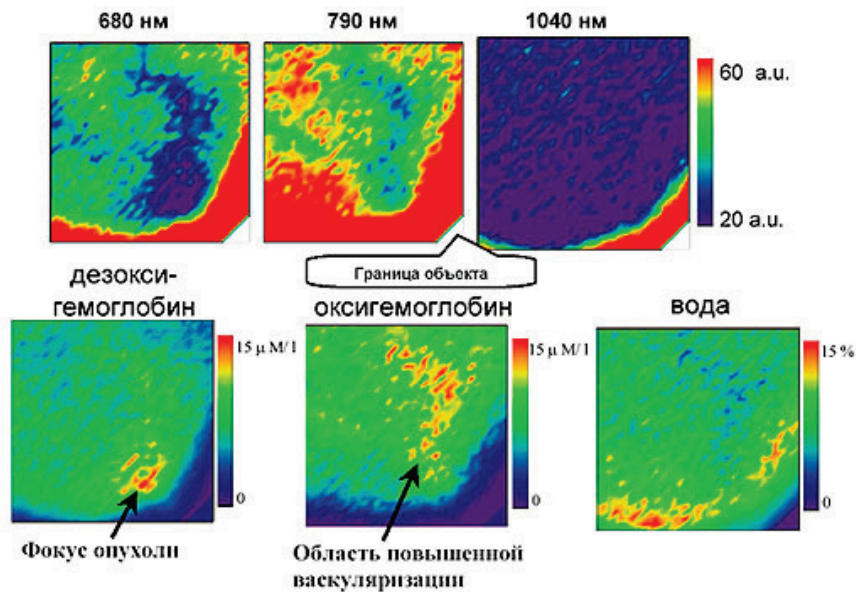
Зображення пухлини МЗ in vivo, отримані за допомогою оптичного дифузійного томографа. Зверху – розподіл амплітуди детектованого сигналу (область сканування 70 x70 мм, товщина шару – 60 мм). Знизу – відновлення розподілу компонентів біотканини
